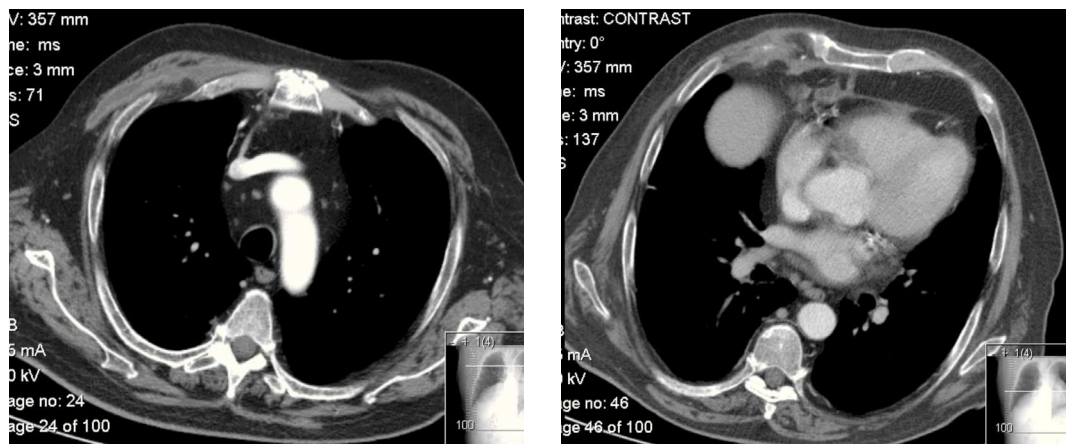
TAC torácica – controlo radiológico dois meses após o internamento, com melhoria das alterações
